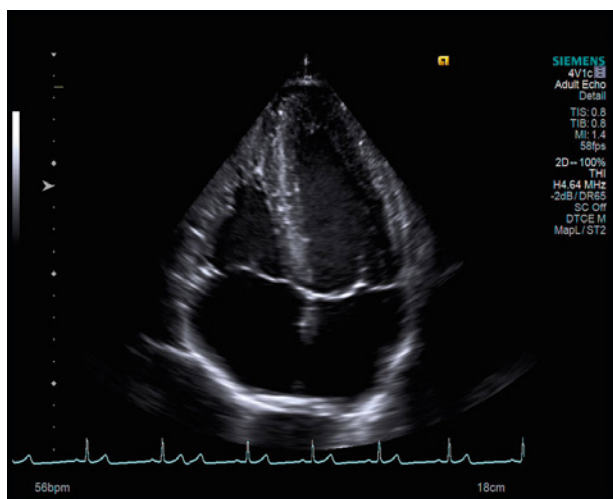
Ecografie transtoracică incidentă apical 4 camere: dilatare biatrială, HVS concentrică
